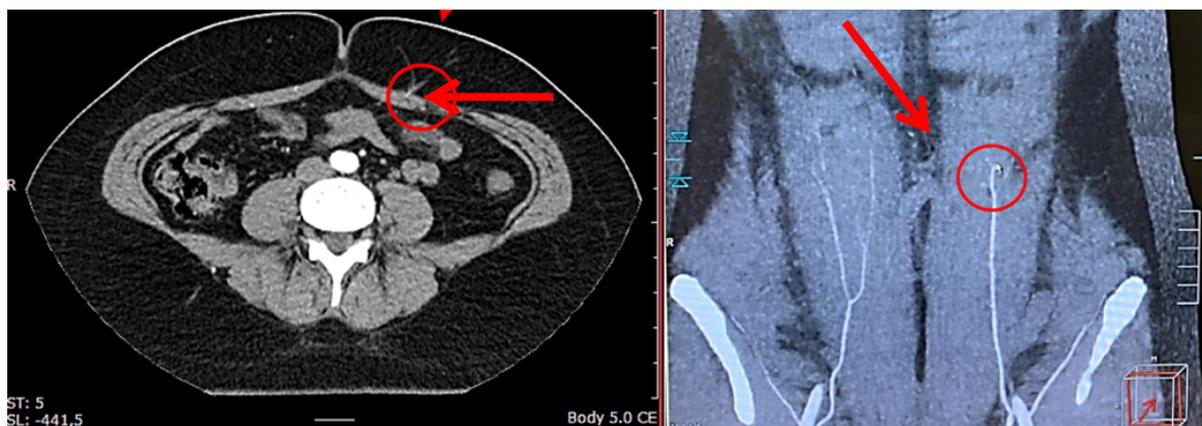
Вид доминантного перфорантного сосуда на КТ-ангиографии в двух проекциях (стрелкой отмечен медиальный параумбиликальный перфорант глубокой нижней эпигастральной артерии): а – вид доминантного перфорантного сосуда на КТ ангиографии в аксиальной проекции; б – вид доминантного перфорантного сосуда на КТ ангиографии в корональной проекции
